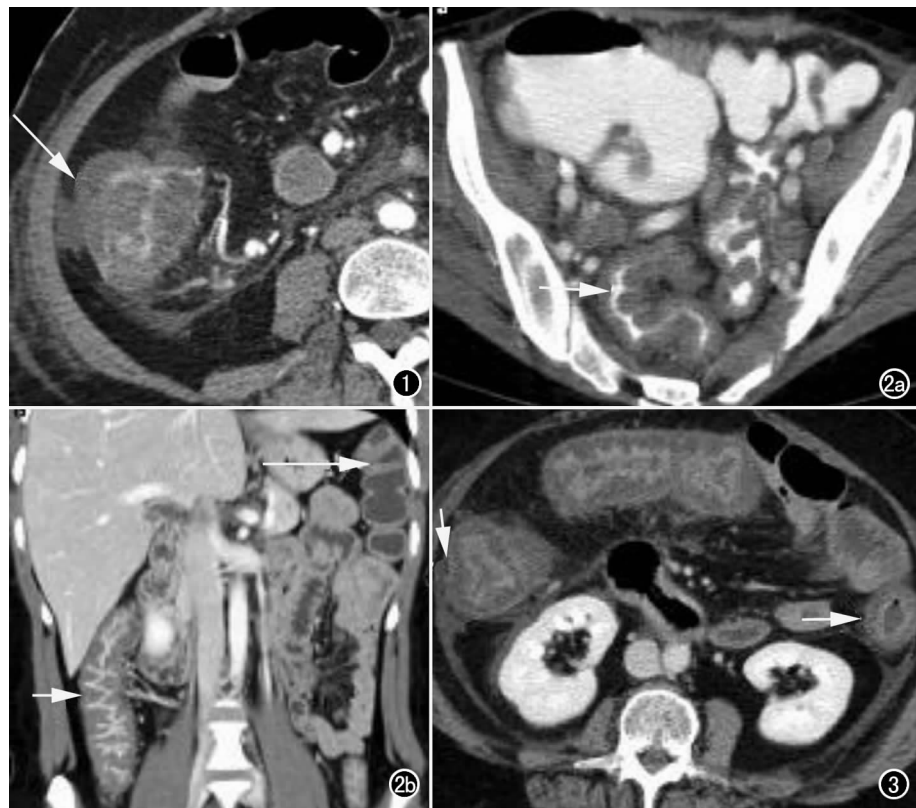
轴面增强腹部 CT 示肠壁肿胀,全层水肿(箭)提示重型 PMC,亦可见肠壁充血及肠管周围渗出。图 2 a) 轴面增强盆腔 CT。直肠内充盈对比剂,可见典型的“手风琴征”(箭),亦可见肠壁水肿及管腔内线样对比剂影; b) 冠状面重建像。肠壁肿胀强化明显(短箭)(长箭所示为正常肠管),当使用阴性对比剂(水)也可看到相似征像。图 3 轴面增强腹部 CT 可见“靶征”,肿胀的肠壁呈不同密度的同心圆(箭)。
